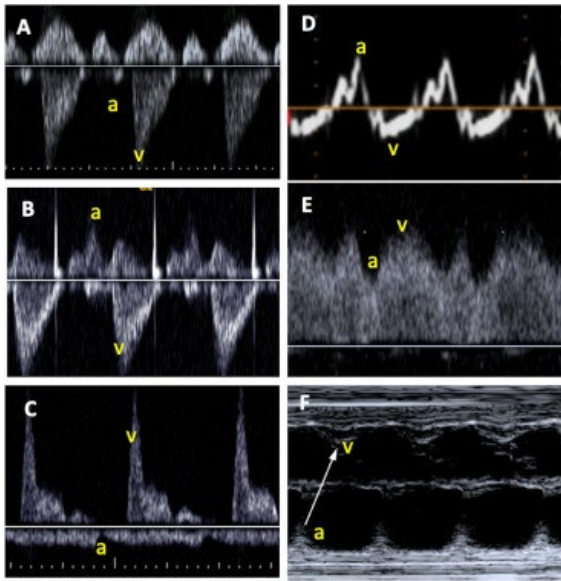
评估胎儿心率、节律及房室传导的超声方法。(A) 上腔静脉-升主动脉频谱。(B) 左室流入-流出道多普勒频谱, 通过宽取样容积同时对二尖瓣前叶处流入血流、以及正对主
